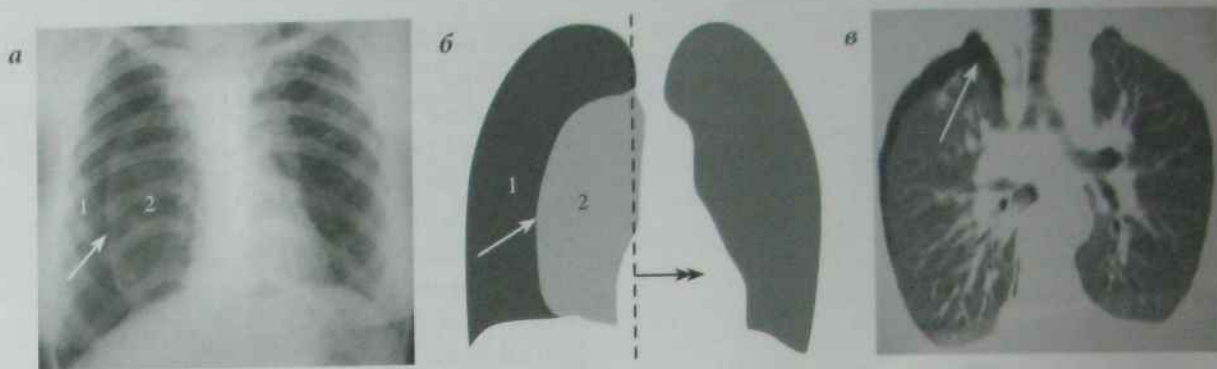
а) рентгенограма ОГП в прямій проекції.
